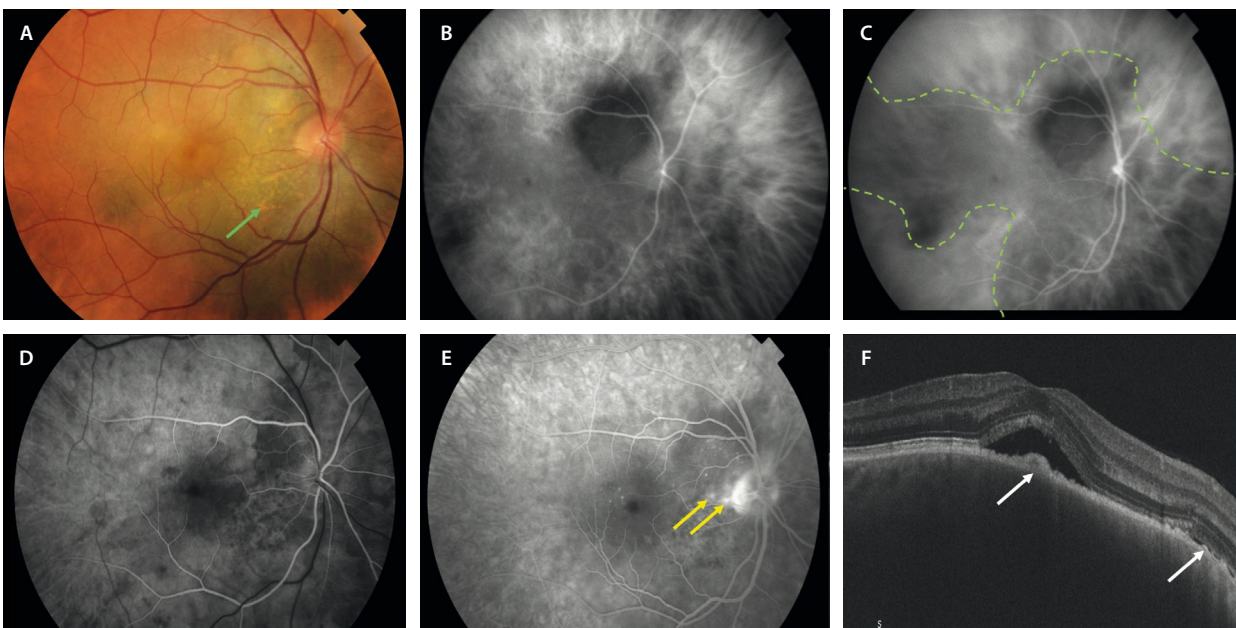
Melanoma corioideo difuso. A) La retinografía identifica la lesión como pigmentada, no muy sobreelevada y con pigmento naranja (flecha verde), localizada a nivel peripapilar que se extiende al polo posterior. B y C) Angiografía con verde de indocianina. Se aprecia una lesión hipocianescente marcada y delimitada (ver línea verde discontinua), con una extensión menos hipocianescente y difusa (líneas verdes), manteniéndose hipocianescente desde tiempos precoces (B) hasta tiempos tardíos (C). D y E) Angiografía con fluoresceína. Se aprecia una lesión hipofluorescente con un moteado hiperfluorescente en tiempos precoces (D), con un aumento de fluorescencia y puntos calientes o *pinpoints* (flechas amarillas) en tiempos tardíos (E). F) La tomografía de coherencia óptica demuestra una lesión hiporreflectiva con áreas de hiperplasia del epitelio pigmentario de la retina (flechas blancas) y fluido subretiniano.
